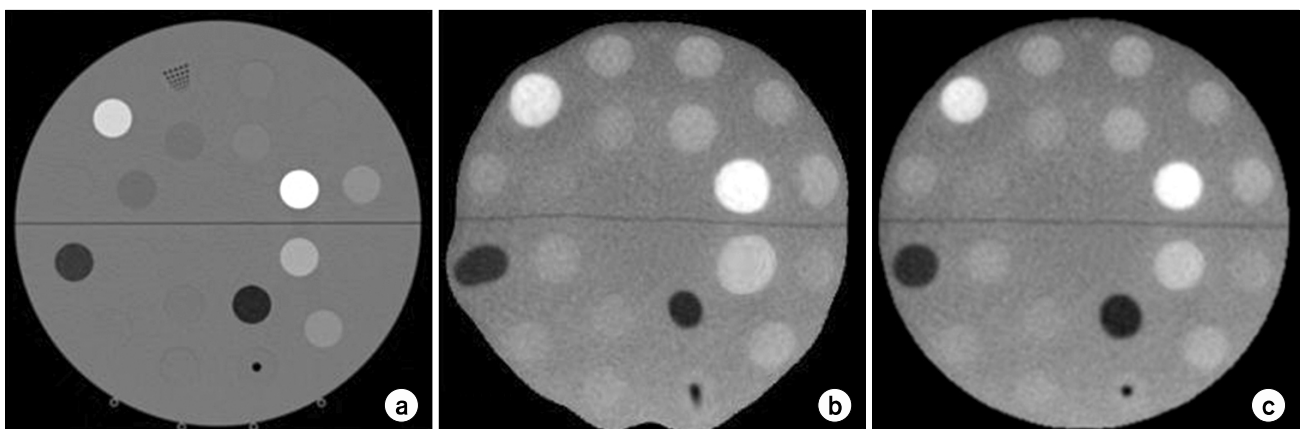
Results of demon deformable registration using cheese phantom images. (a) Image from kV CT. (b) Result of demon deformable registration without modification of intensity of MV CBCT images. (c) Result of demon deformable registration with modification of intensity of MV CBCT images.
